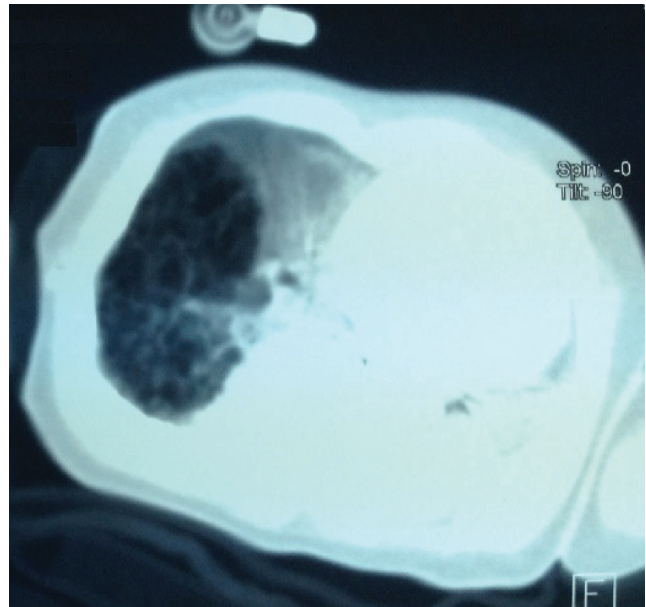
The chest computed tomography revealed millimetric cystic areas with septations in the lower lobe of the right lung
